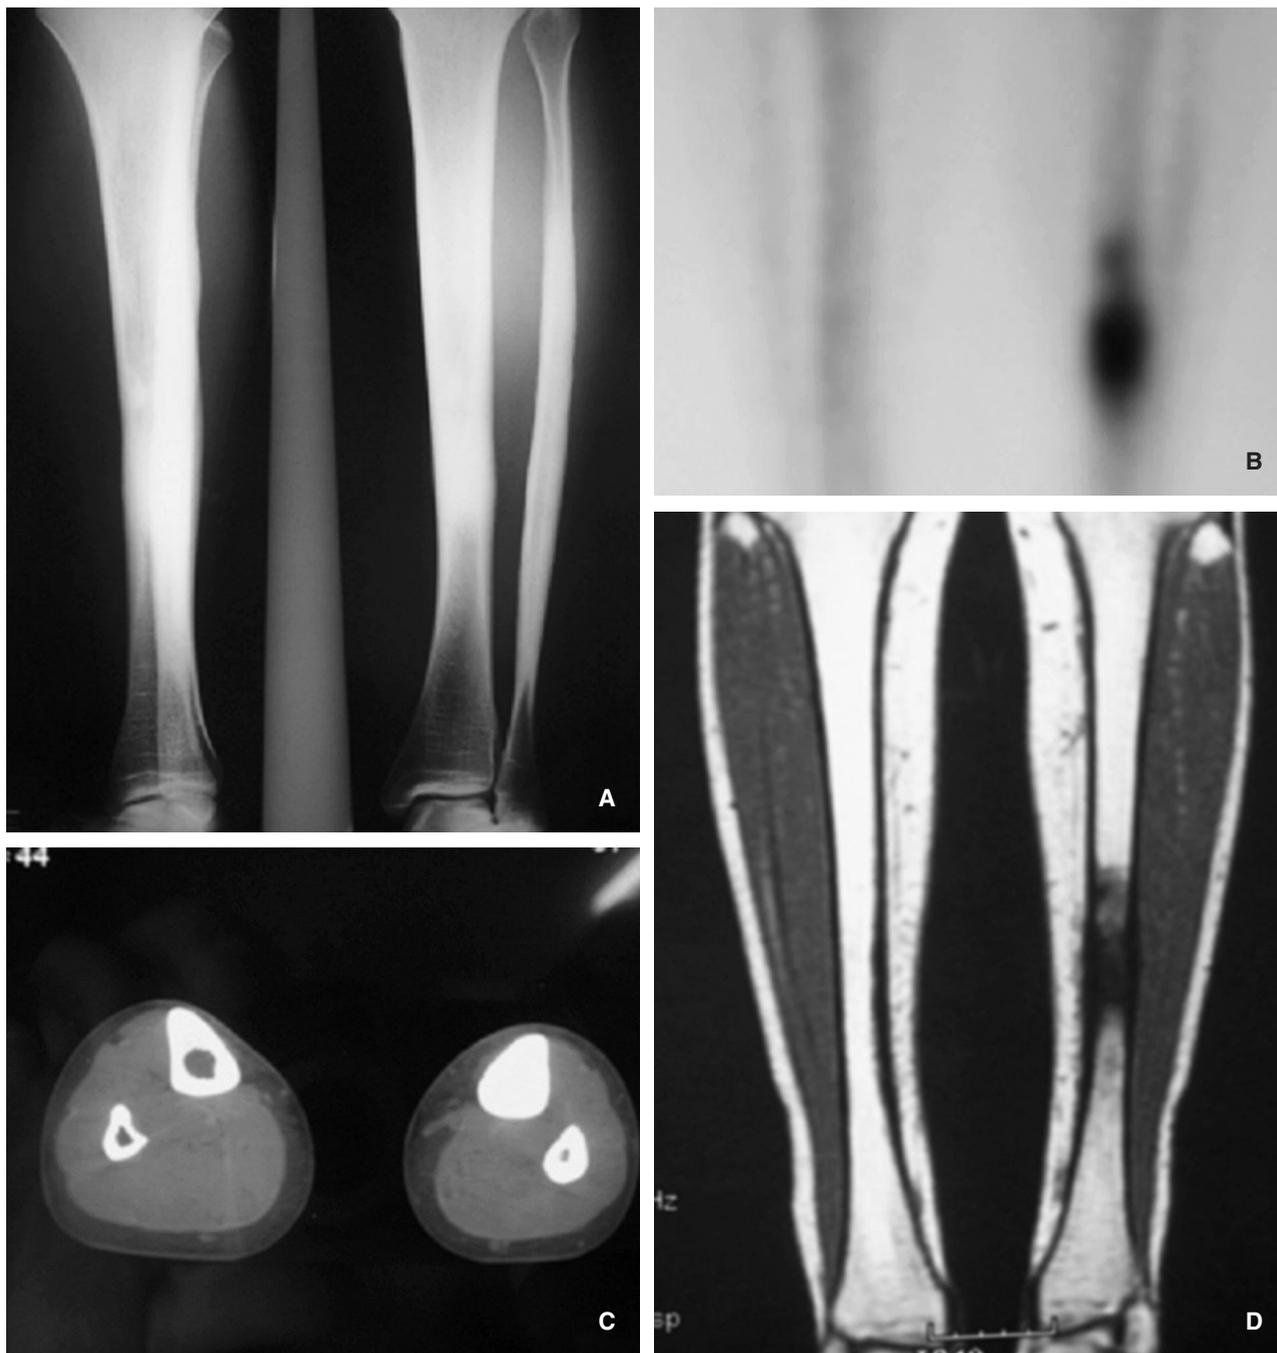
(A) Las radiografías simples anteroposterior y lateral de la tibia y peroné izquierdos muestran el engrosamiento cortical endomedular. (B) La gammagrafía ósea muestra una intensa hipercaptación al nivel de la lesión. (C) La tomografía computarizada muestra la formación de hueso nuevo endomedular que oblitera la cavidad medular. (D) La resonancia magnética muestra engrosamiento perióstico sin alteración de los tejidos blandos.
